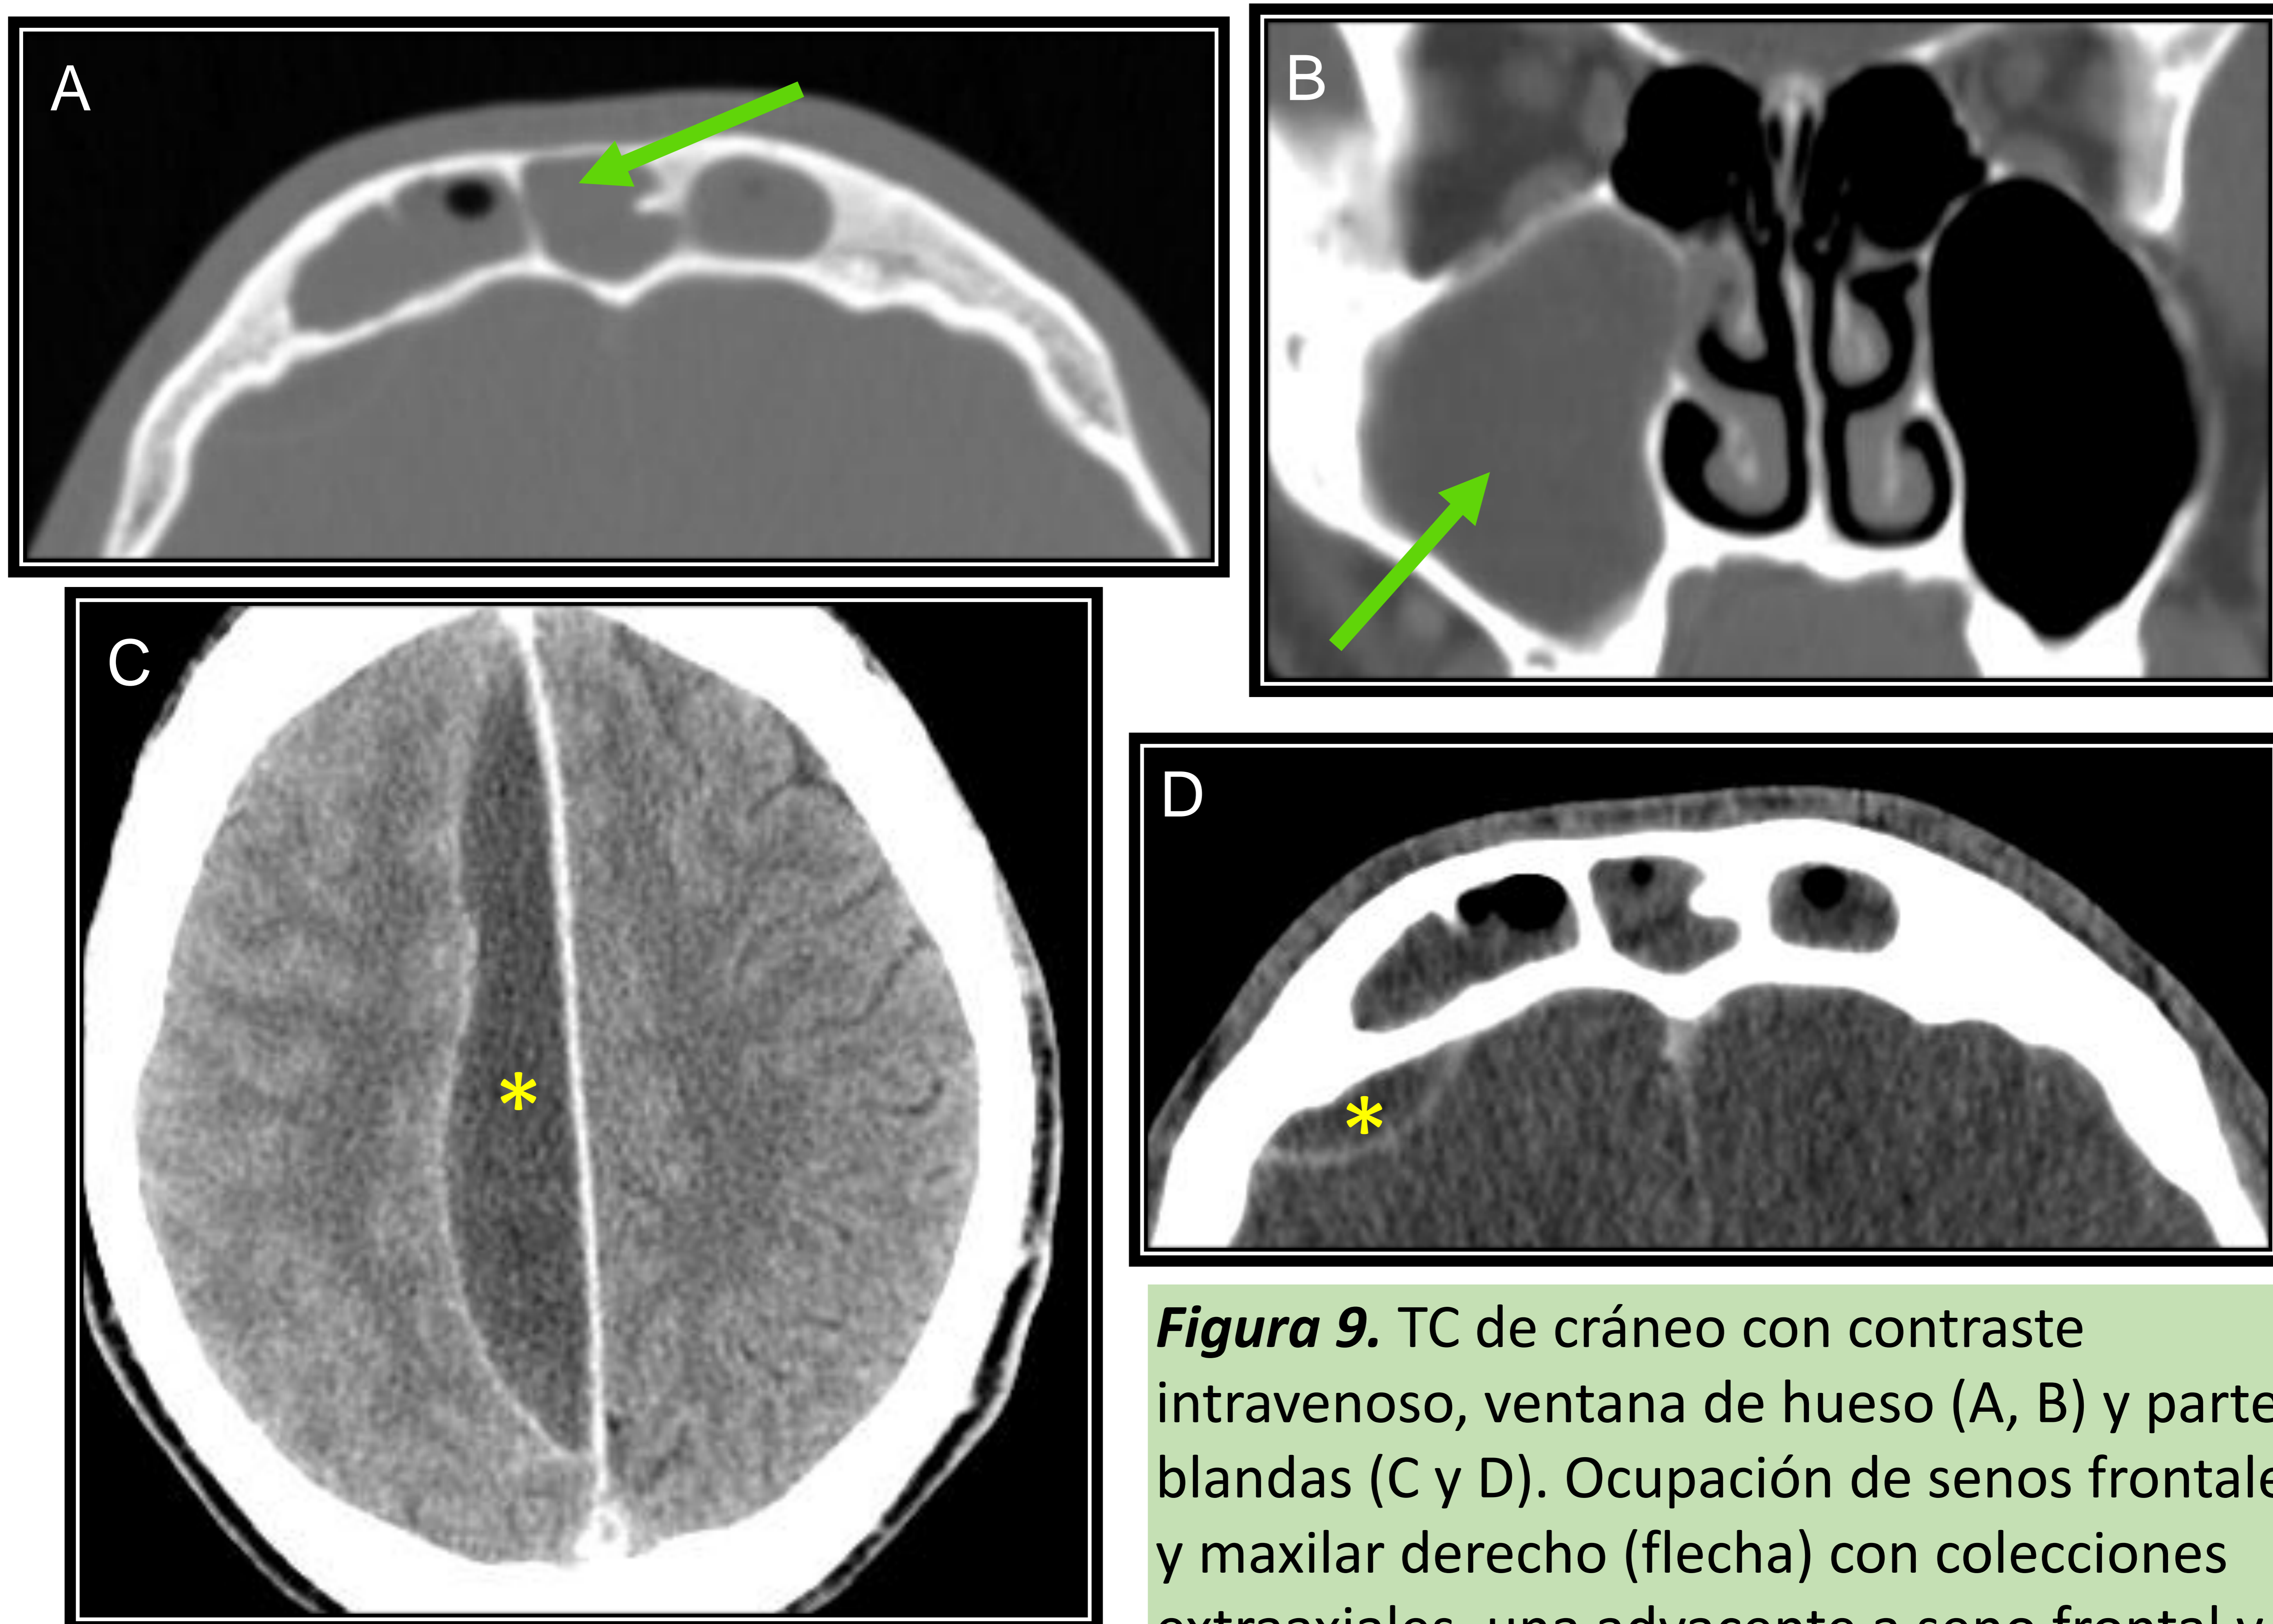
TC de cráneo con contraste intravenoso, ventana de hueso (A, B) y partes blandas (C y D). Ocupación de senos frontales y maxilar derecho (flecha) con colecciones extraaxiales, una adyacente a seno frontal y otra parasagital derecha (asteriscos).
